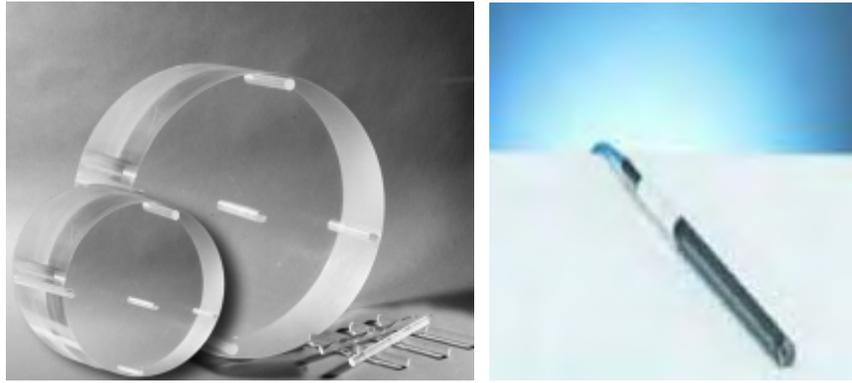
CTDIvol 是藉由游離腔放置於壓克力均質假體中，掃描單張 CT 影像時，所量到的輻射曝露，單位為戈雷 (Gy)。假體尺寸分為 2 種，頭部 CT 劑量假體 (直徑 16 公分) 及身體 CT 劑量假體 (直徑 32 公分)，頭部 CT 劑量假體為模擬標準之成人頭部及兒童腹部，身體 CT 劑量假體為模擬成人腹部。左圖為頭部及身體之 CT 劑量假體 (圖片來源：<http://www.capintec.com>)，右圖為 10 公分之筆形游離腔 (圖片來源:PTW)
